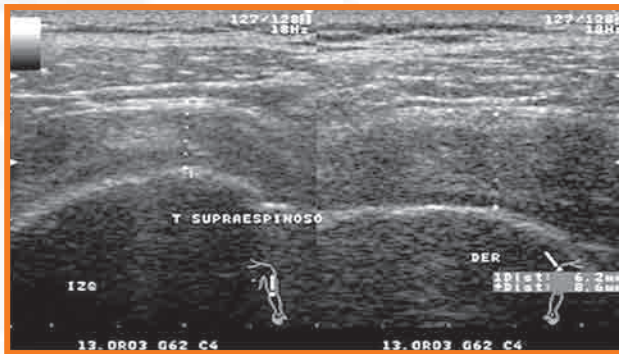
Sonografía del tendón supraespinoso junto con posición anatómica tipo 3.
